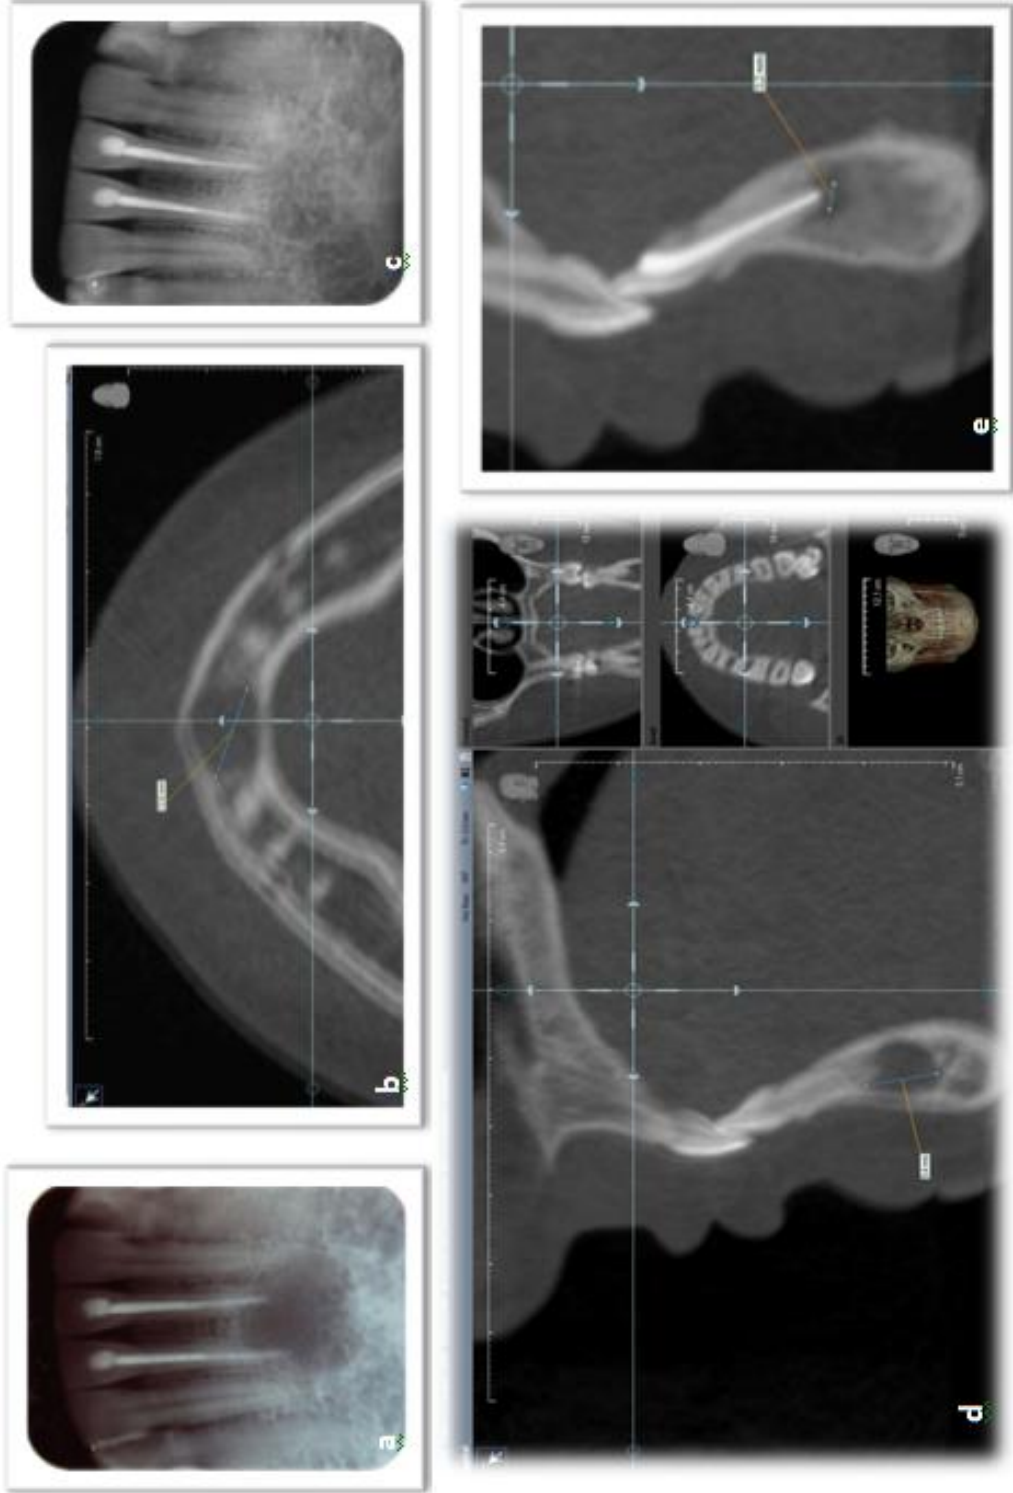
Endodontik tedavisi yapıldığı halde iyileşmeyen lezyona ait görüntüler. (a) Başlangıçta alınan radyografi ve (c) koronal plandaki CBCT görüntüsüyle lezyon izlenebilmektedir. 18 aylık süreç sonrasında hem (c) periapikal radyografi ile hem de (d) CBCT ile lezyon boyutlarının arttığı görülebilmektedir.
